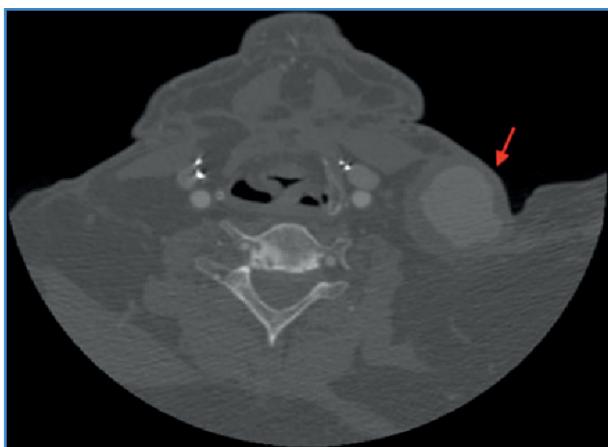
Corte transversal de angio TAC en el que se aprecia pseudoaneurisma de arteria cervical transversa.
